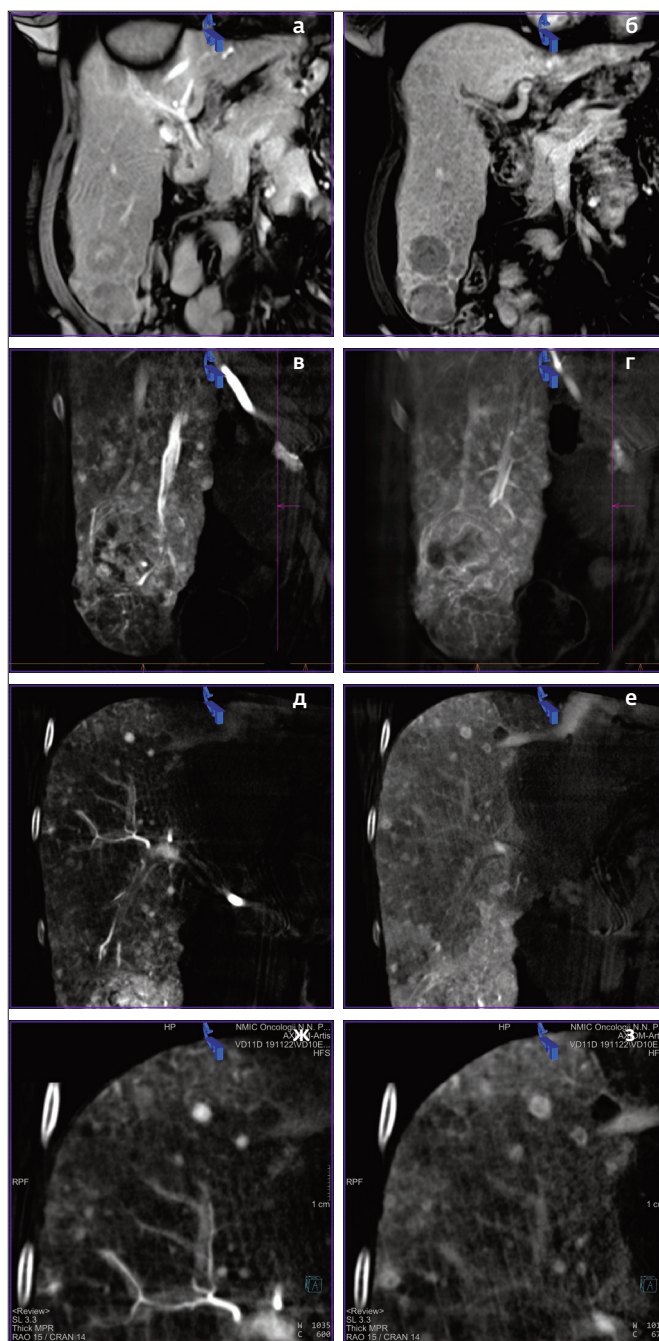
(а-з). Возможности двухфазной ПДКТ-АГ для диагностики инфильтративной формы ГЦР и внутripеченочных метастазов: а, б. Артериальная и портальная фазы МРТ – в правой доле печени определяется два узла ГЦР размерами 42x42x41 мм и 38x30x30 мм (BCLC B I); в, г. ПДКТ-АФАГ и ПДКТ-КФИАГ – рядом с крупными узлами визуализируются множественные мелкие «дочерние» метастатические узлы, инфильтрирующие печень (инфильтративная форма роста); д. ПДКТ-АФАГ – в правой доле печени визуализируются множественные гипervasкулярные узлы диаметром от 1 мм и более – множественные внутripечёночные метастазы ГЦР; е. ПДКТ-КФИАГ – в капиллярную фазу контрастирования мелкие узлы становятся гиподенсными с характерным перитуморальным контрастированием по периферии – патогномичный признак метастазов в печени; ж, з. То же при двукратном приближении – перитуморальное кольцевое контрастирование в капиллярную фазу позволяет надежно дифференцировать метастазы от участков гиперперфузии, артериопортальных фистул, гемангиом и других доброкачественных образований.
